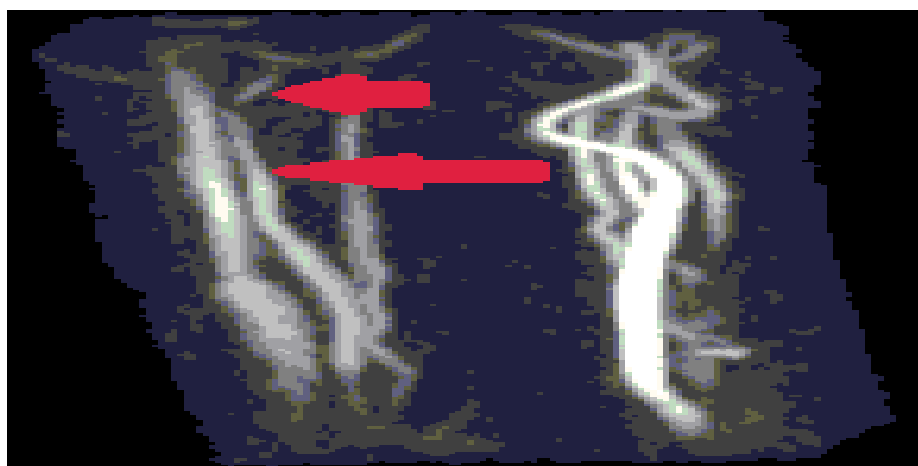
МРТ-ангиография сосудов шеи.
